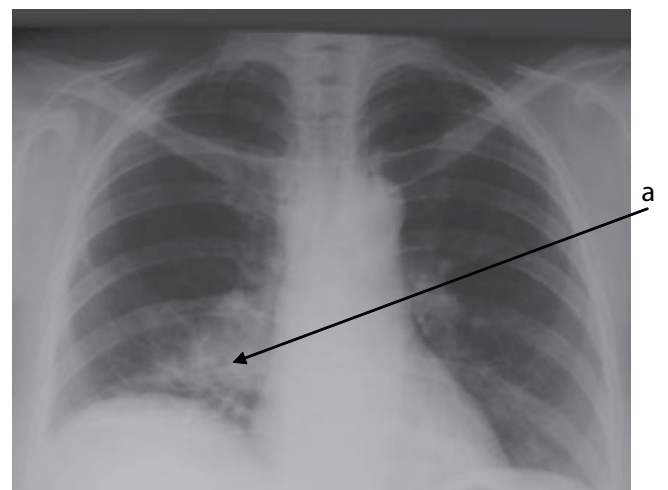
Оглядова рентгенографія органів грудної порожнини. а — новоутворення кореня правої легені.
